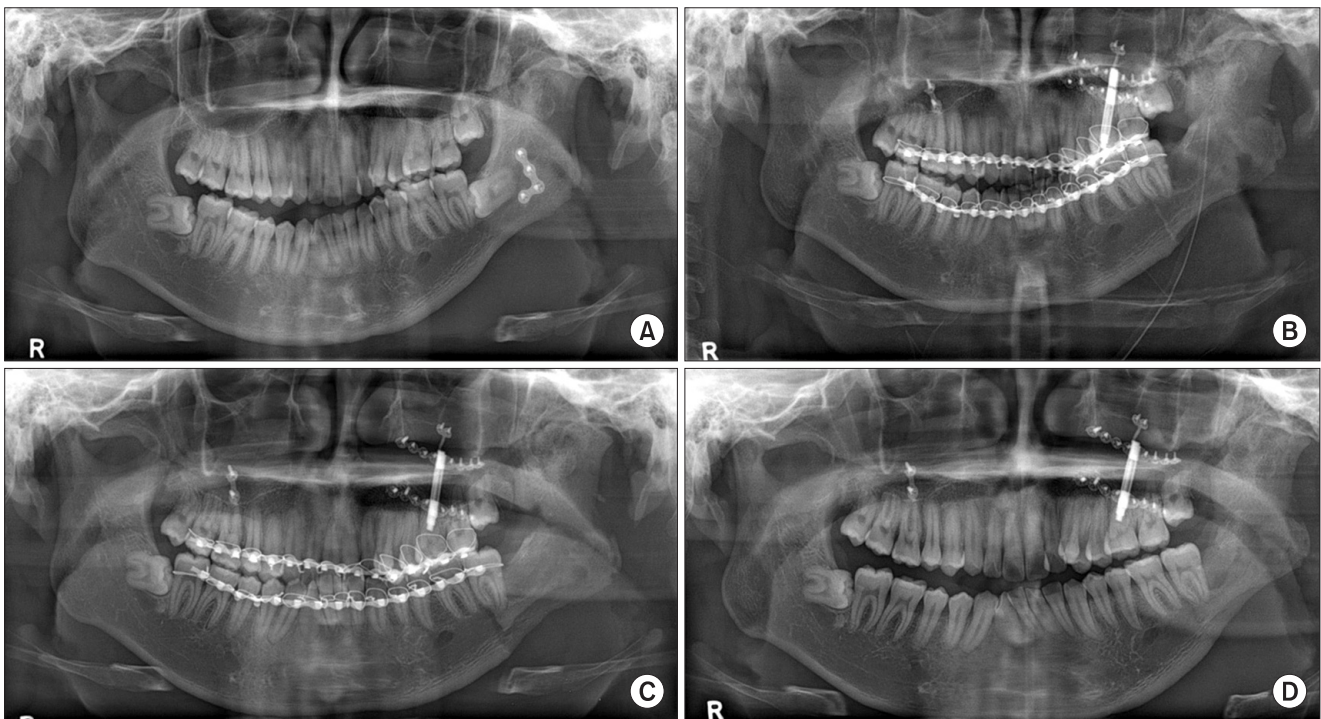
A. Pre-operative radiograph. B. Radiograph taken immediately after the first surgery. Distraction device was inserted to the maxilla following Le Fort I osteotomy. Left unilateral sagittal split ramus osteotomy was done. Intermaxillary fixation was done, and distraction was initiated. C. Radiograph taken 24 days after the first surgery. The amount of maxillary distraction was 9.5 mm. D. 2½ months after the first surgery.
